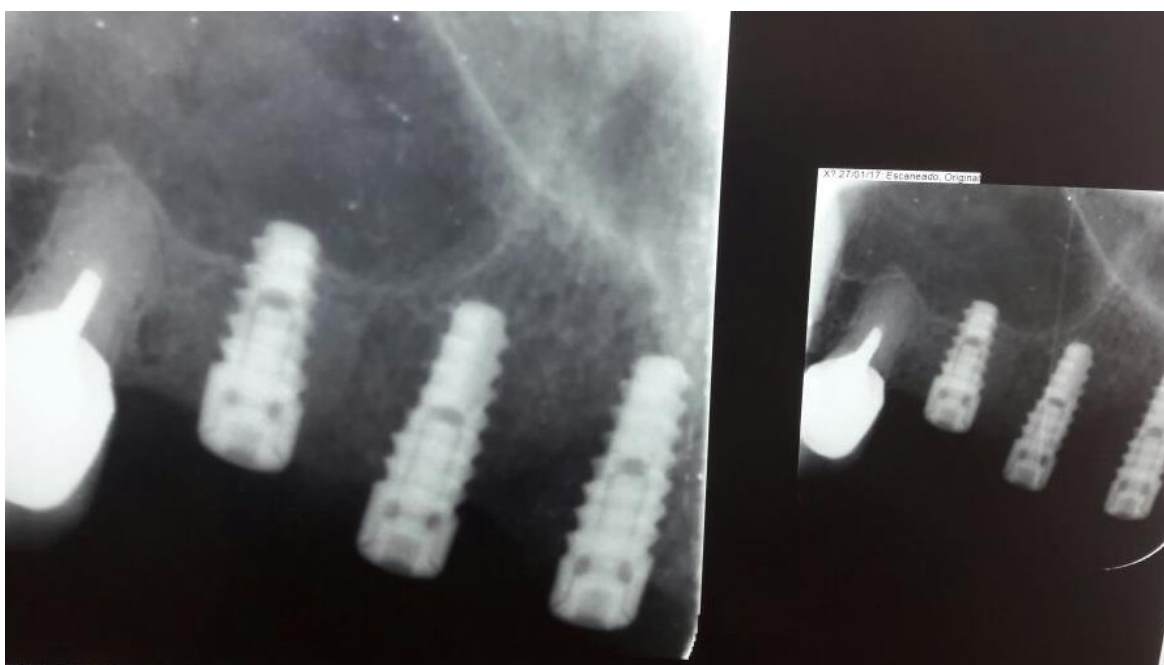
Radiografías periapicales
